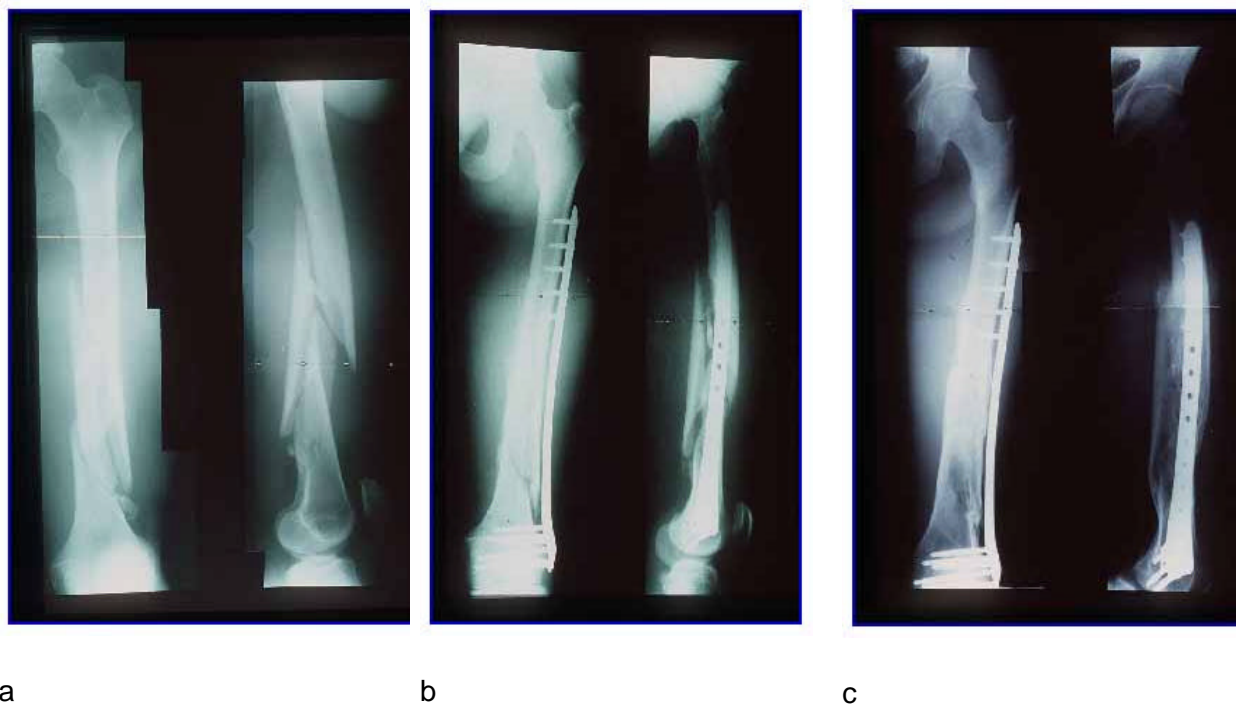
Osteosynthetische Versorgung mit dem Fixateur intern (LISS DF) einer distalen Femurschaftfraktur (Polytrauma, 32 Jahre, männlich, Frakturklassifikation 32-C1.2). Neben den Unfallbildern (a), sind die Verlaufsbilder nach 6 Wochen (b) und 6 Monaten (c) abgebildet. Im AP Röntgenbild ist der Abstand zwischen Implantat und Knochen gut zuerkennen.
